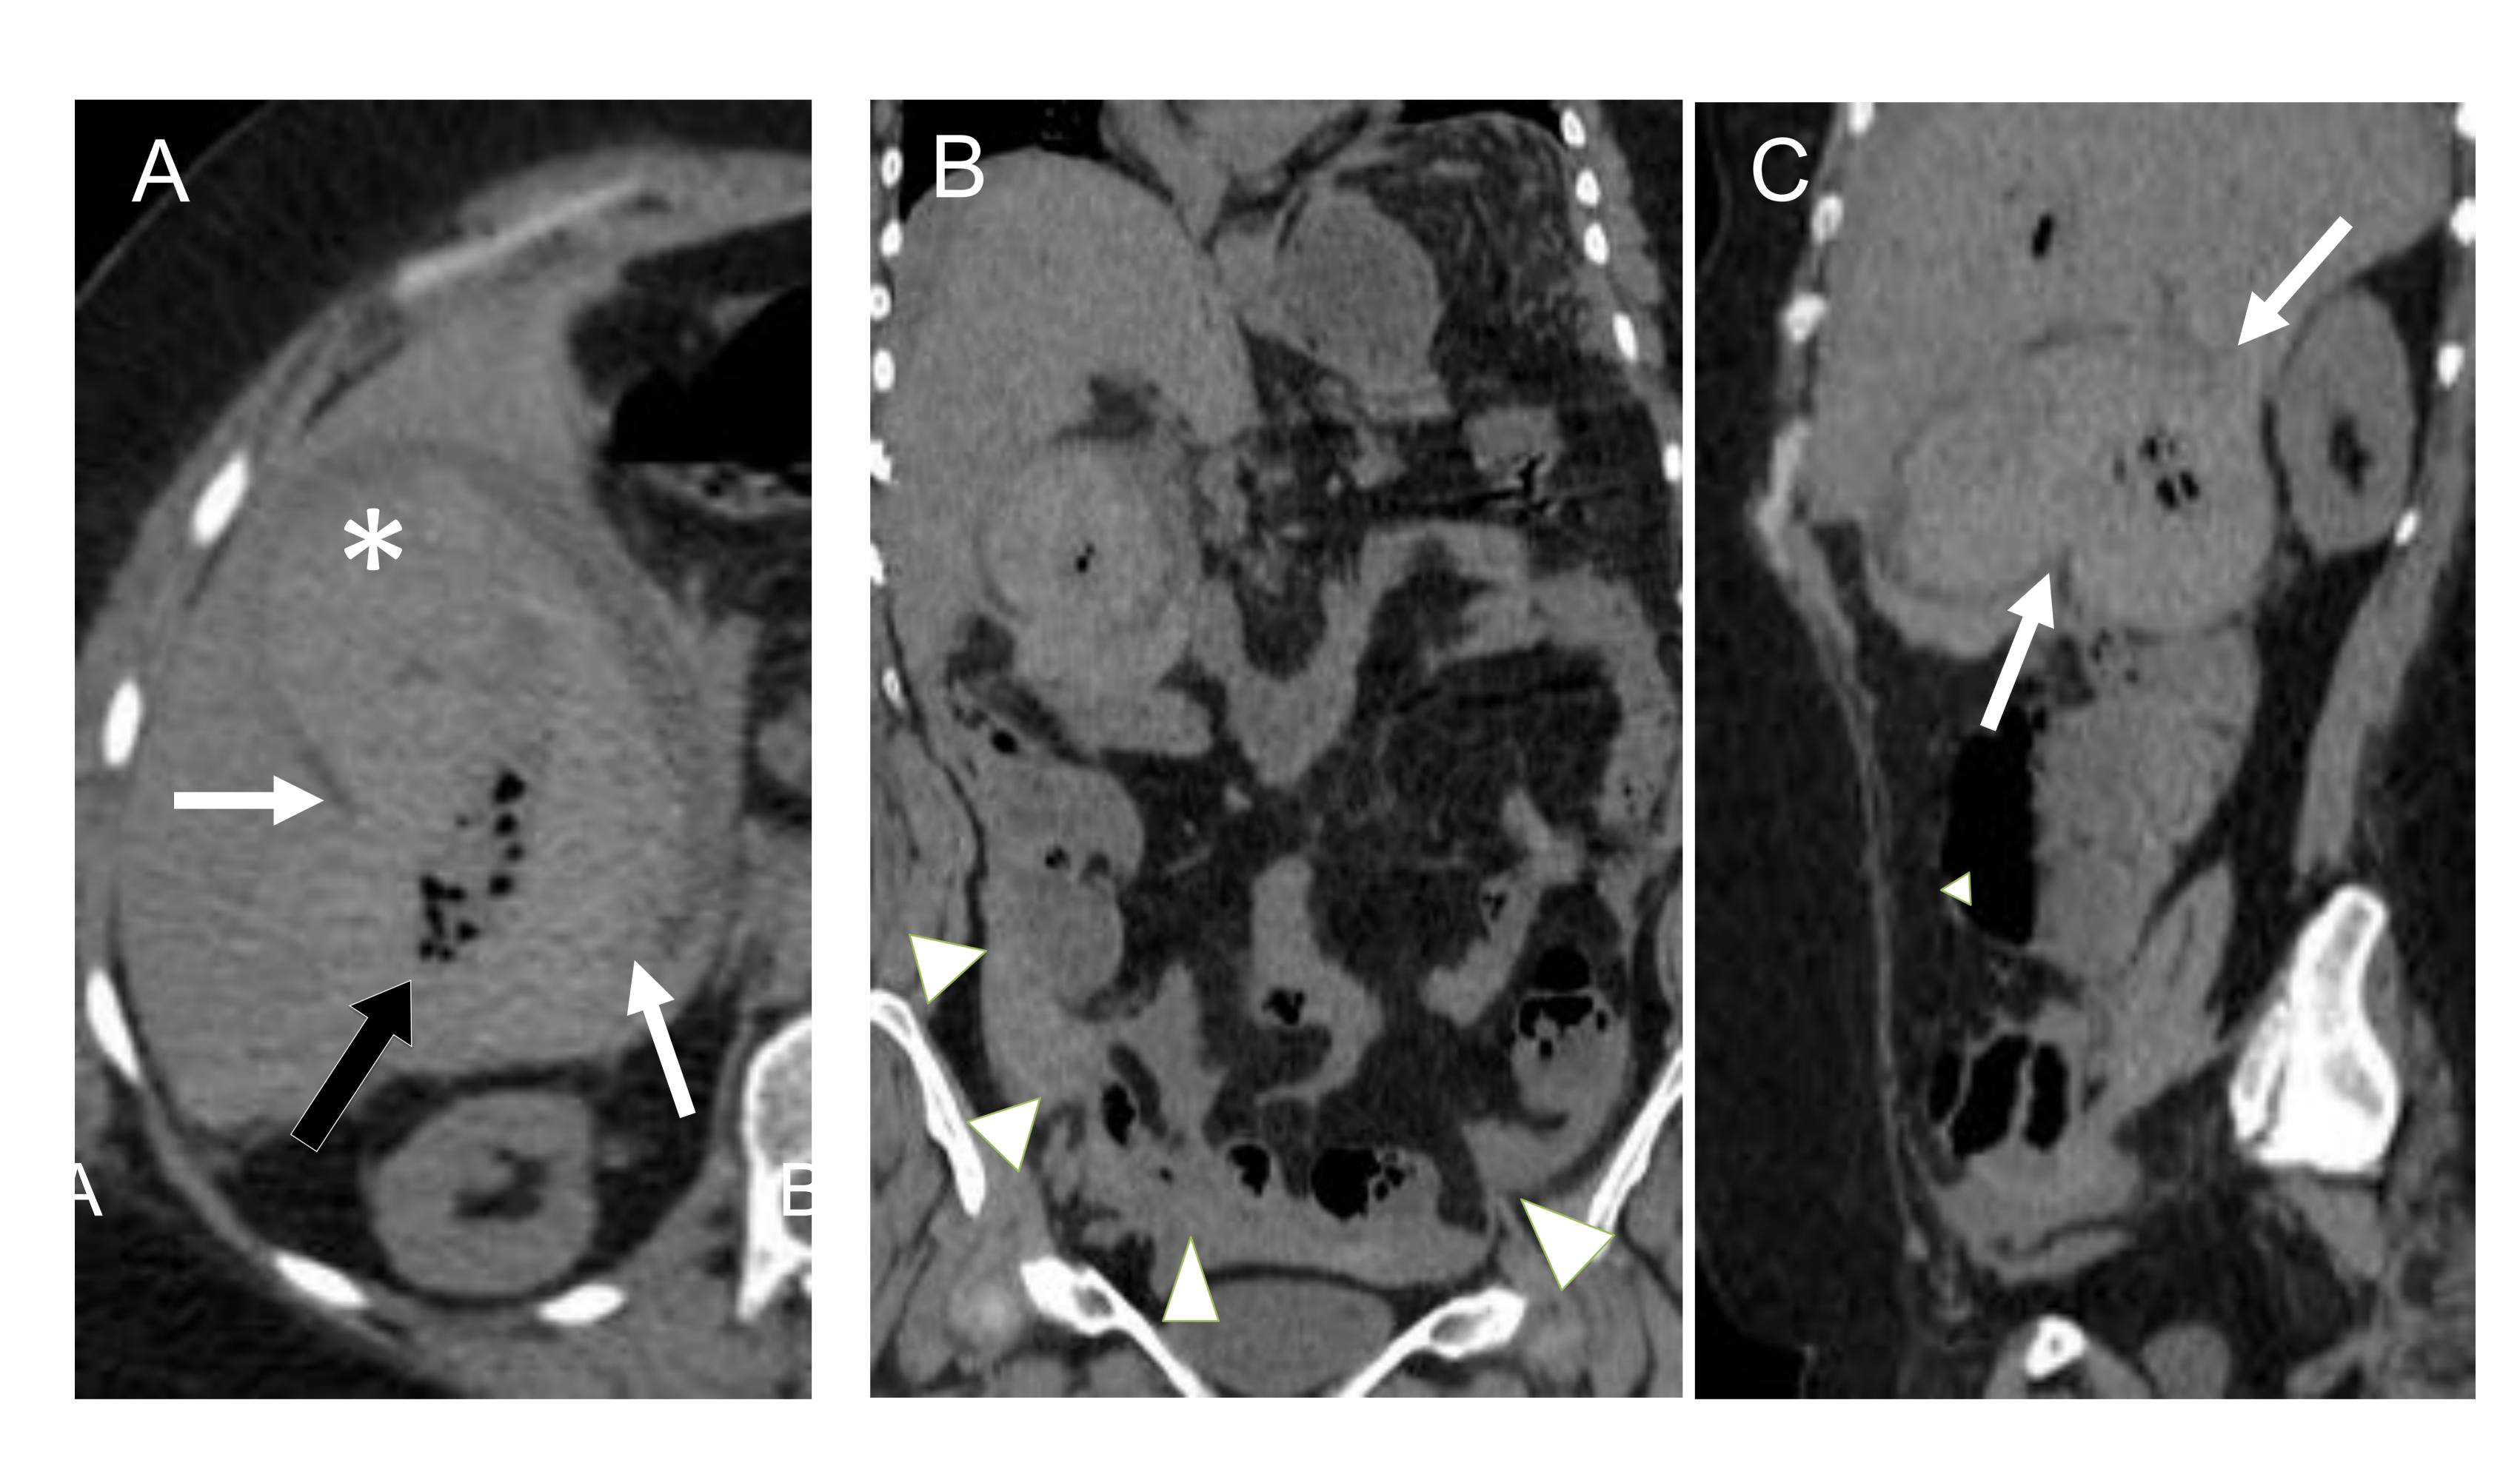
Imágenes en plano axial (A), coronal (B) y sagital (C) de un TC sin CIV realizado a una mujer de 56 años con antecedentes de neurofibromatosis tipo 1, cirugía previa de estenosis del colédoco y en tratamiento con anticoagulación. Presentaba dolor abdominal agudo, hipotensión y anemia. En la TC, la vesícula se encontraba completamente densa (*) sugiriendo hemorragia, con extensa solución de continuidad de la pared vesicular (flechas), en relación con perforación vesicular y hemoperitoneo (puntas de flecha). Nótese la presencia de aerobilia ya conocida (flecha negra).
